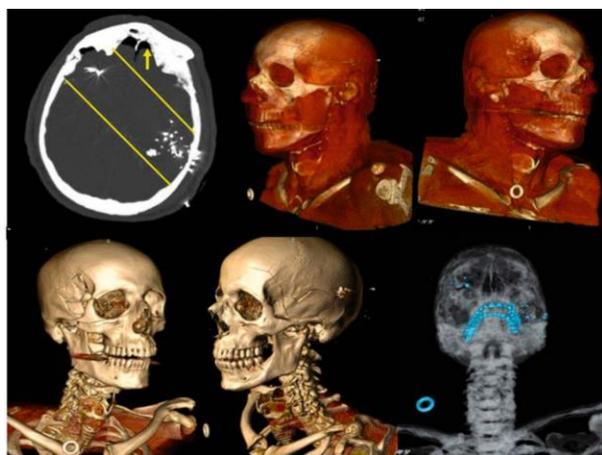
Exame de uma vítima de PAF, por TC multislice: reconstruções do crânio em 2D e 3D. O projétil entrou no temporal direito e saiu no lado parietal esquerdo. O curso do projétil é demonstrado por estruturas brancas rádio-opacas. Nota-se a biselagem externa da ferida de saída típica de uma lesão de saída e o pneumoencefalo (seta). Reconstrução Semi óssea 3D translúcido mostra claramente (em azul) fragmentos densos > 1.000 unidades Hounsfield. Isto facilita a recuperação do projétil e de fragmentos potencialmente importantes para revelar a informação sobre o ângulo e direção do projétil. Adaptado de [19].
